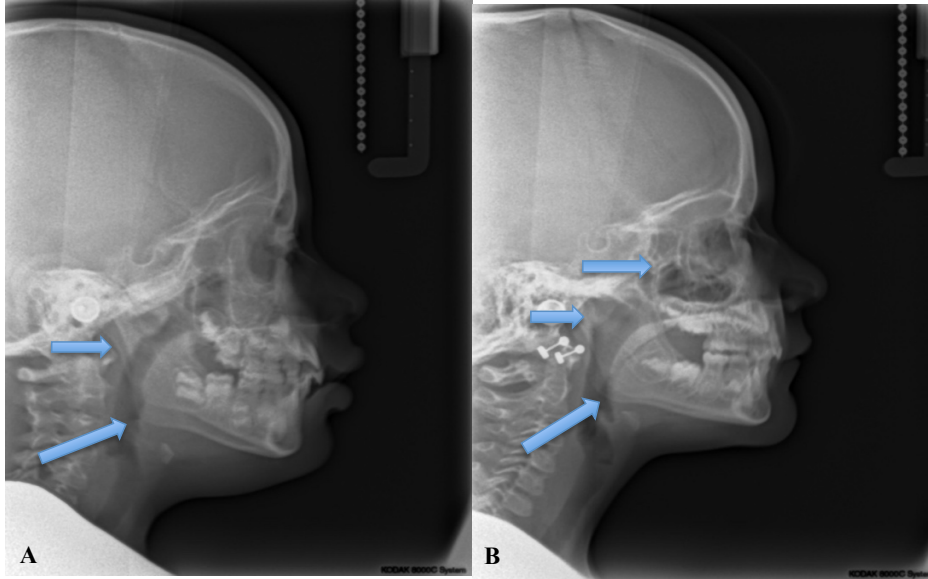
Estudio de Telerradiografía de perfil. A: Se observa la doble silueta mandibular y del macizo facial fijo. B: se observa además la doble imagen de la órbita. Fuente: Clínica PyO IUCEDDU.
